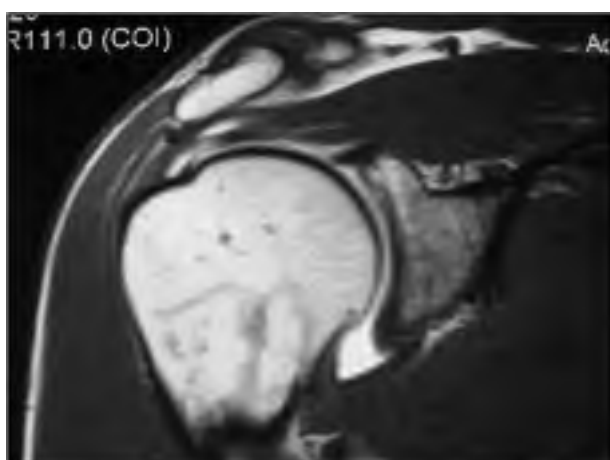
i 6. Podem apreciar diferents exemples de ruptures parcials articulars amb artro-RM.
